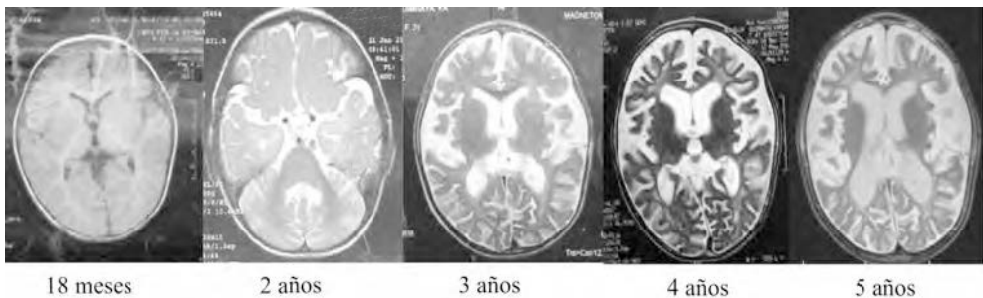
Progresión del daño en neuroimágenes. Serie de imágenes de resonancia magnética nuclear cerebral tomadas desde los 18 meses que muestran la progresión de la hipomielinización, atrofia cerebelosa y cerebral progresivas, con afectación de la sustancia blanca y la corteza cerebral, sin alteración de los ganglios basales
